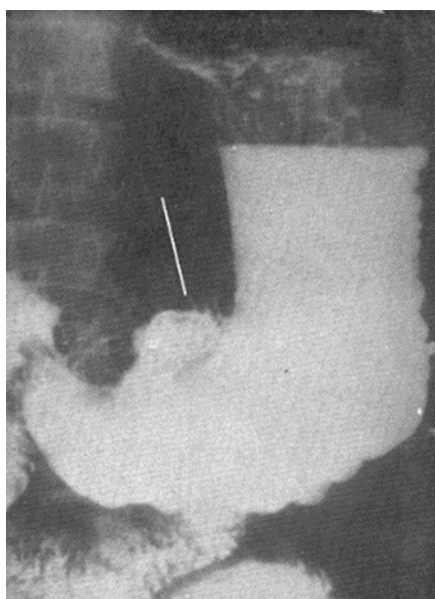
На прицельной рентгенограмме в прямой проекции с контрастированием в области угла желудка видна язвенная ниша размером 3×4 см. Контур ее неровные, нечеткие. У основания кратера большой воспалительный вал. Гигантская пенетрирующая в печень язва желудка.
